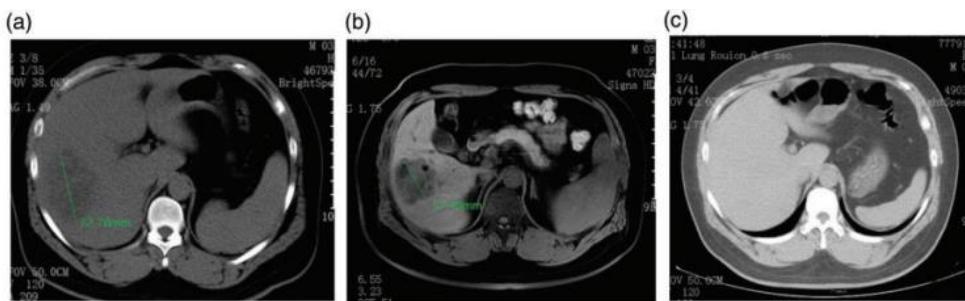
Representative images of the liver of a patient before and after treatment for pyogenic liver abscess, showing: (a) abdominal computed tomography (CT) at admission to the Emergency Intensive Care Unit in March 2022, displaying a maximal abscess diameter of 72.78 mm, with a CT value of 18 HU; (b) contrast-enhanced magnetic resonance images obtained after treatment in April 2022 indicating a maximal abscess diameter of 57.40 mm and CT value of 385 HU and (c) abdominal CT obtained in November 2022 displaying no obvious abscess in the liver.
